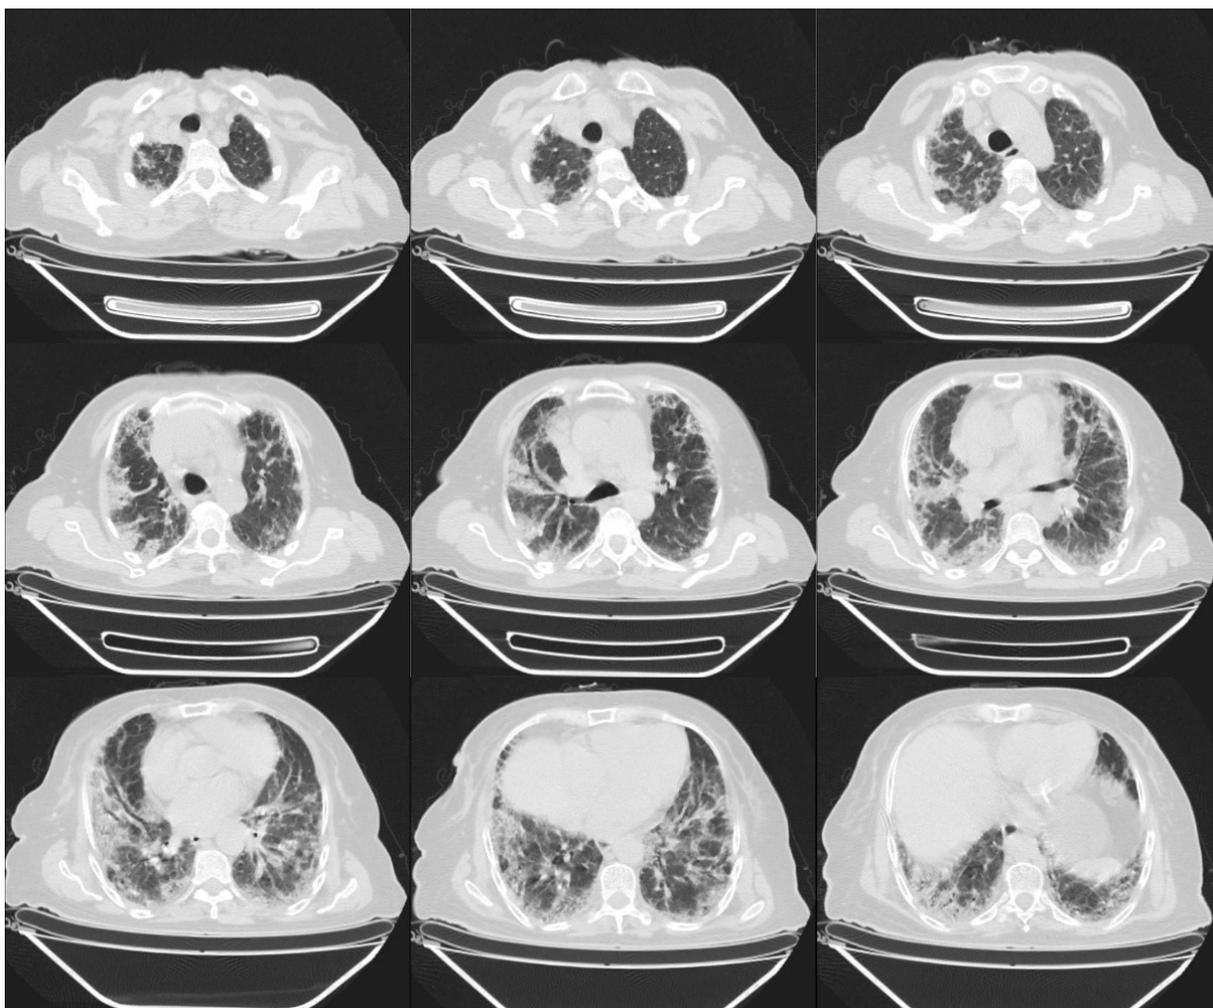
Tomografía axial computarizada de tórax de alta resolución en cortes axiales de caso con neumonía organizativa criptogénica.
